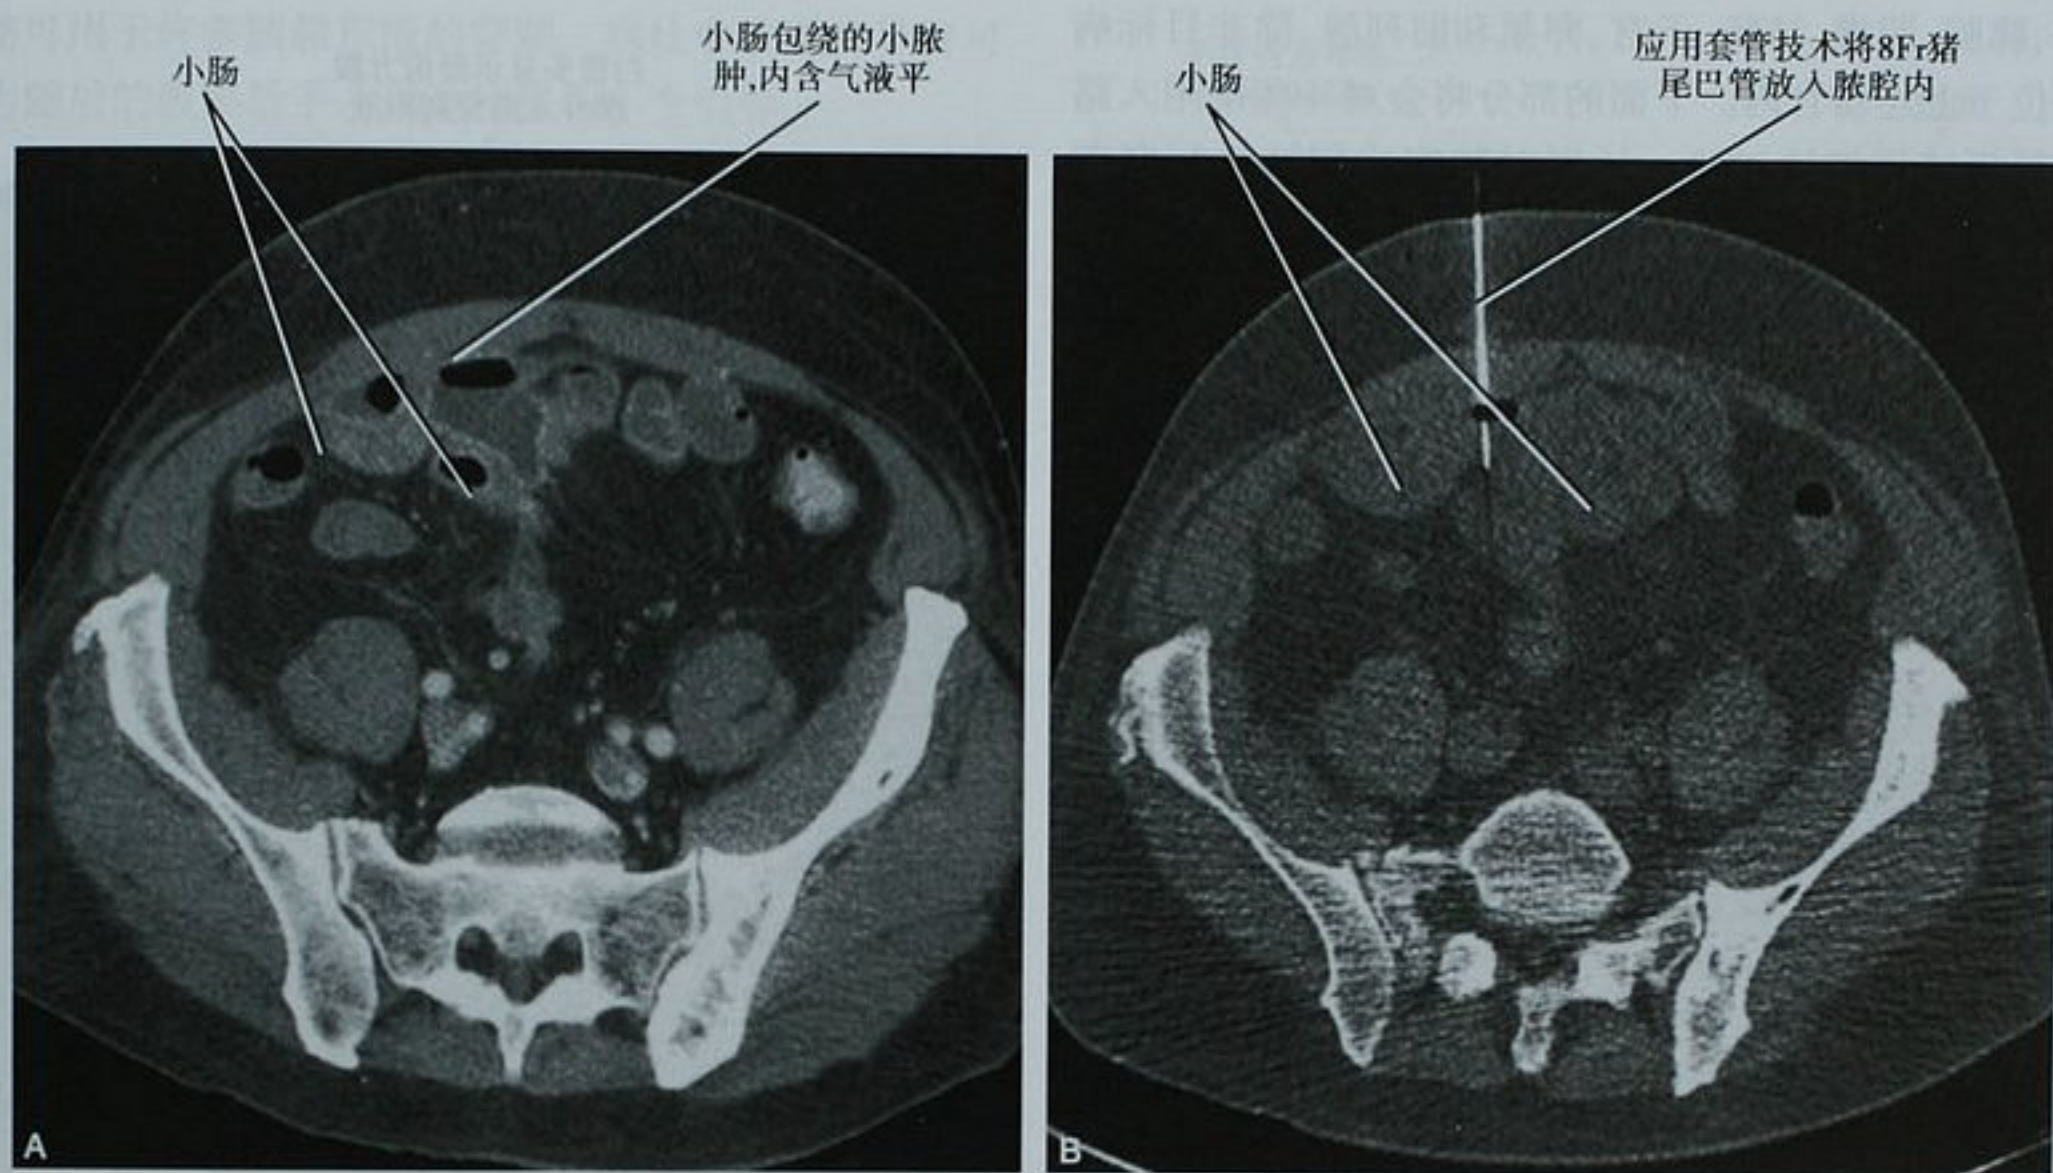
增强 CT 图像(A)显示小肠包绕的小脓肿,内含气液平。在 CT 透视引导下脓肿很快被成功地引流(B)。
